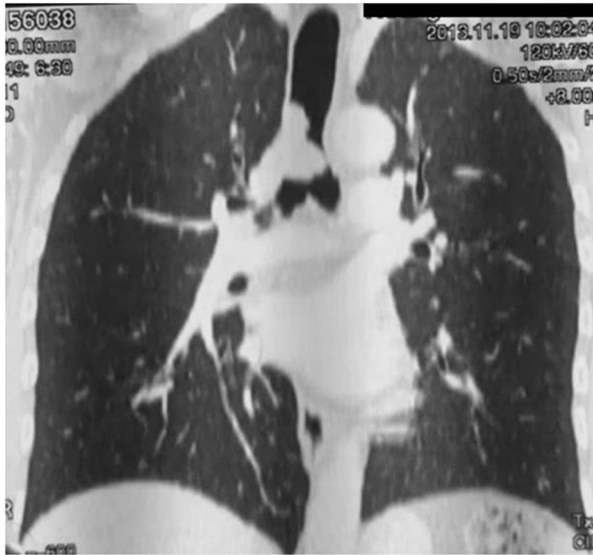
TAC de Tórax en corte sagital que evidencia lesión exofítica que compromete tráquea distal y bronquio fuente derecho.
